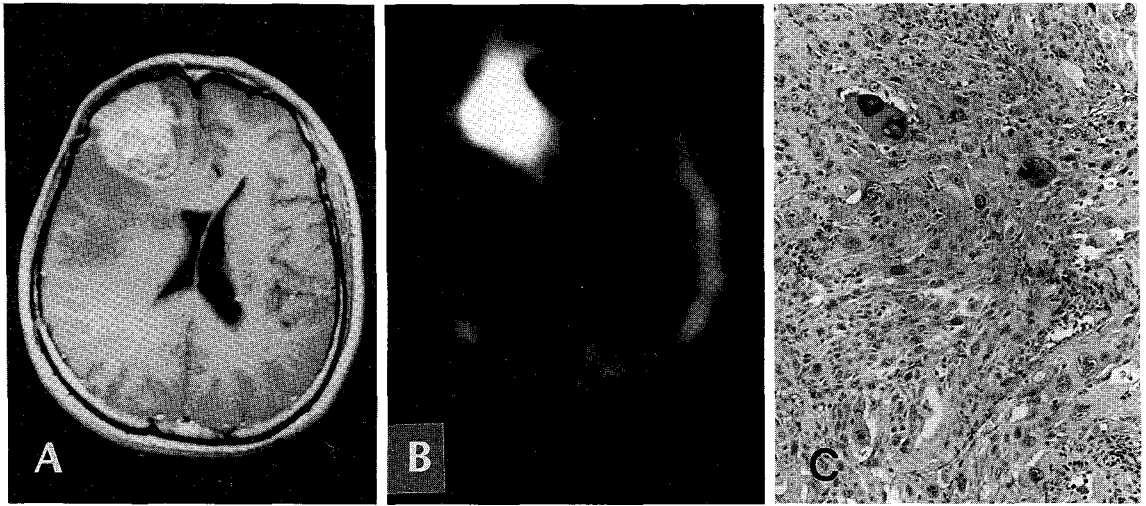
A 46-year-old woman who had resection of a glioblastoma multiforme followed by radiation therapy 8 months before Tl-201 SPECT.
